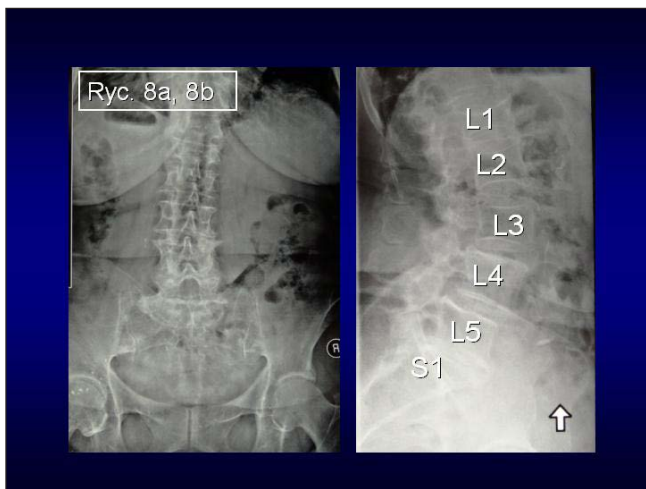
Pacjentka, lat 29. Skolioza III epg. Bóle krzyża. Trudności w codziennym życiu. W RTG brak lordozy lędźwiowej. W badaniu klinicznym kręgosłup całkowicie sztywny. Dotychczasowe leczenie było bezskuteczne. Proponowano operację. Pacjentka rozpoczęła ćwiczenia i zabiegi fizjoterapeutyczne.
